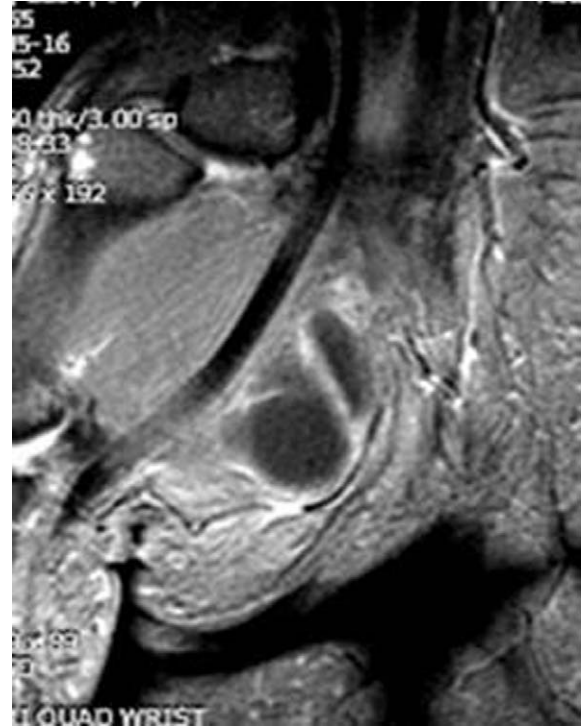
Coronal T1-weighted/SPIR image, the signal is low, with peripheral enhancement of the mass after intravenous injection of gadolinium.
